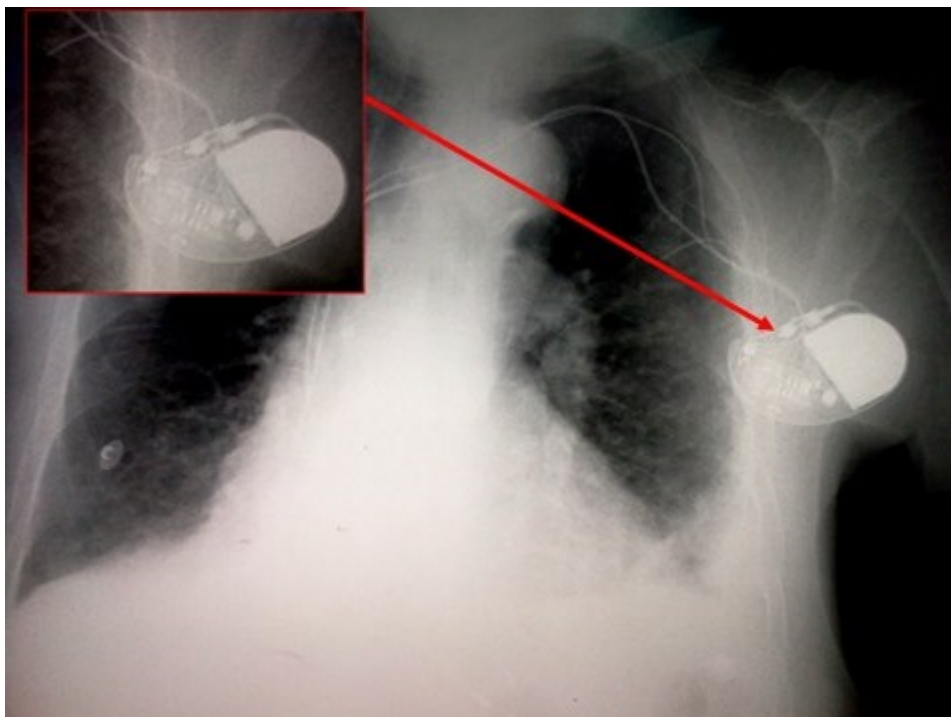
radiographie du thorax de face montrant l'aspect normal (non enroulé) de la sonde du stimulateur cardiaque après son implantation et avant la survenue du syndrome de Twiddler
